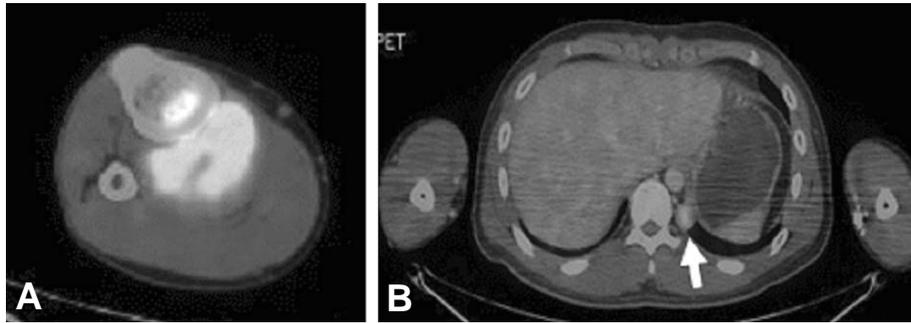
High FDG uptake were shown at soft tissue mass and bony lesion at tibia in (A) and single metastasis was found at left lower lung (B) in PET/CT.
